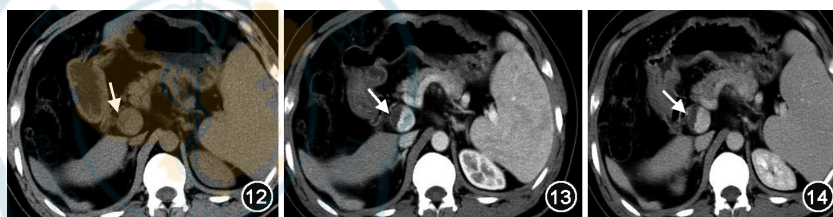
~14 门静脉主干血栓。患者女性,37 岁,肝硬化 12 年,失代偿期。CT 平扫(图 12)门静脉主干内新月形低密度区(↑);动脉期(图 13)及门静脉期(图 14)均无强化,呈偏心性充盈缺损改变(↑)
